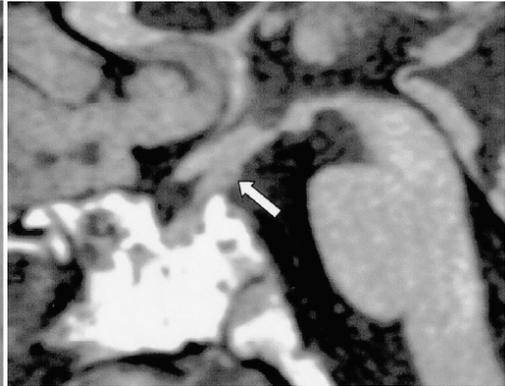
Resonancia magnética, imagen T1 sagital. Histiocitosis de células de Langerhans. Se observa un engrosamiento del tallo hipofisiario (flecha) y ausencia de señal hiperintensa de la hipófisis posterior. Tomado de Shin y colaboradores [78].
